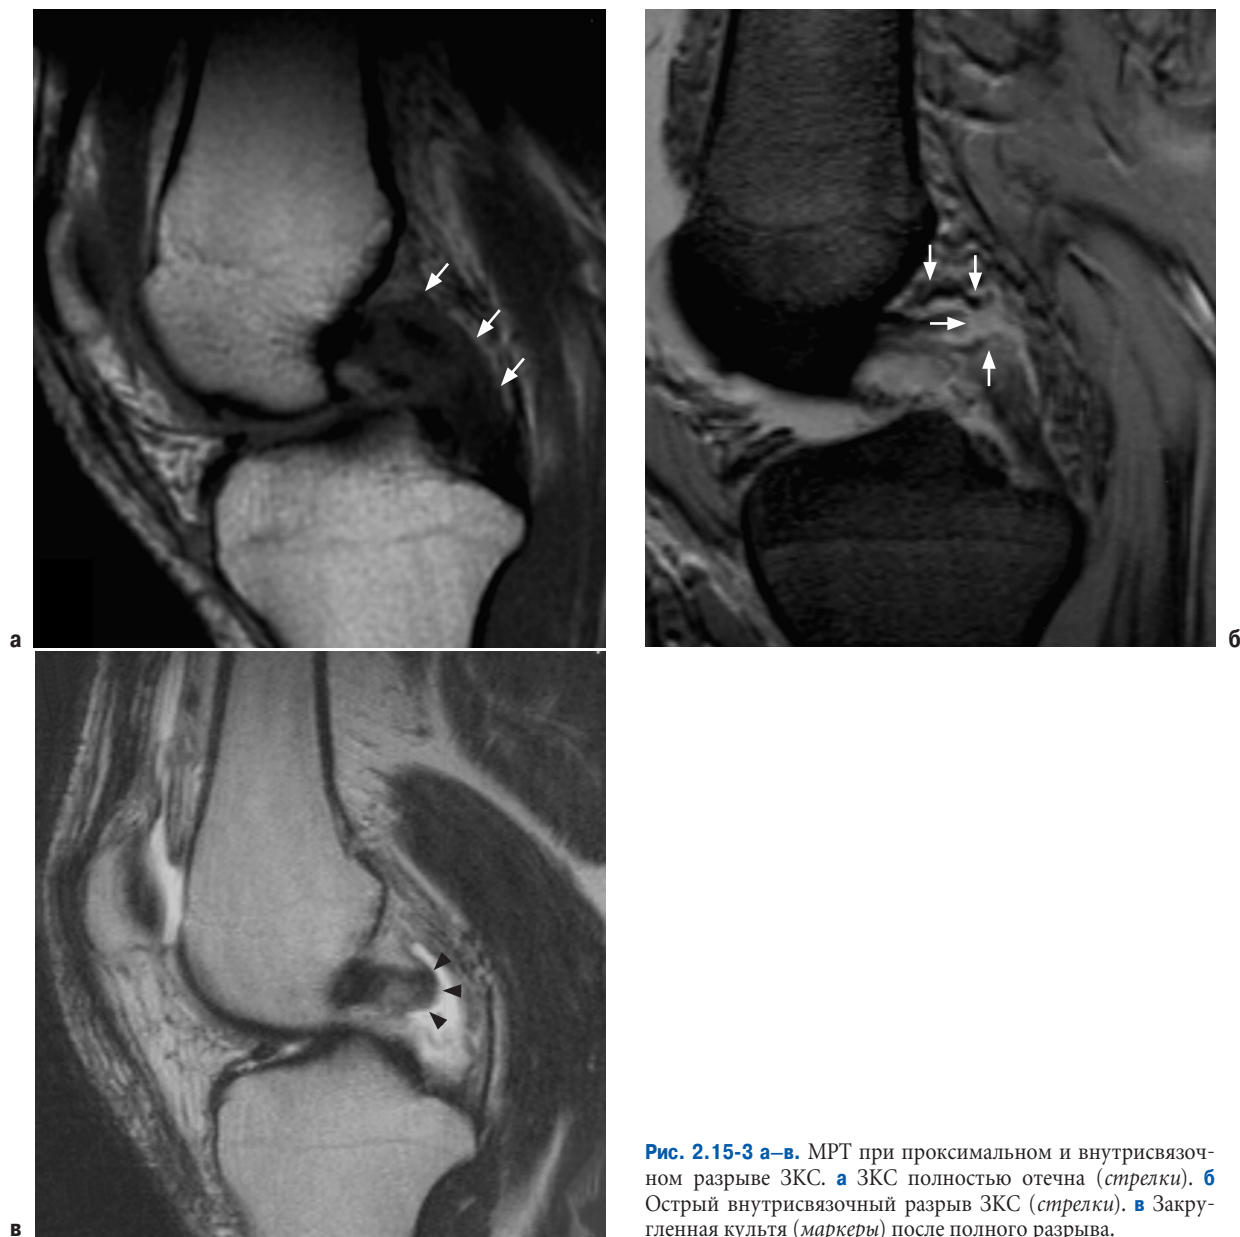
а–в. МРТ при проксимальном и внутрисвязочном разрыве ЗКС. а ЗКС полностью отечна (стрелки). б Острый внутрисвязочный разрыв ЗКС (стрелки). в Закругленная культи (маркеры) после полного разрыва.
